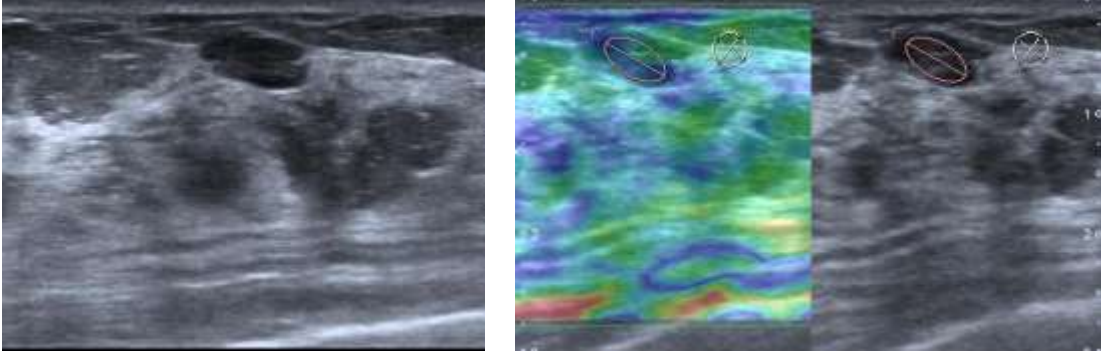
37 yaşında kadın hasta. (a) BI-RADS kategori 4a lezyon. (b) US elastografide Tsukuba skoru 2, strain ratio değeri 1,85. Histopatolojik tanı: Yağ nekrozu
